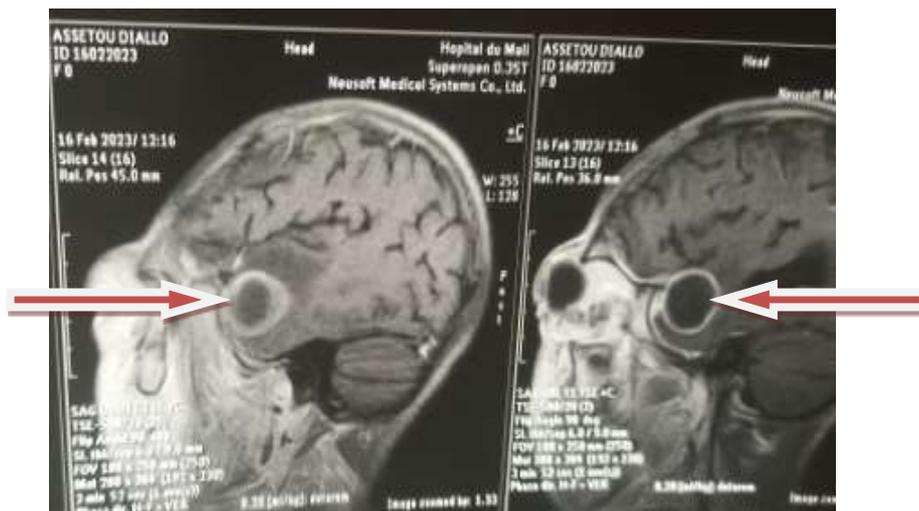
IRM en coupes sagittales montrant abcès temporal gauche
